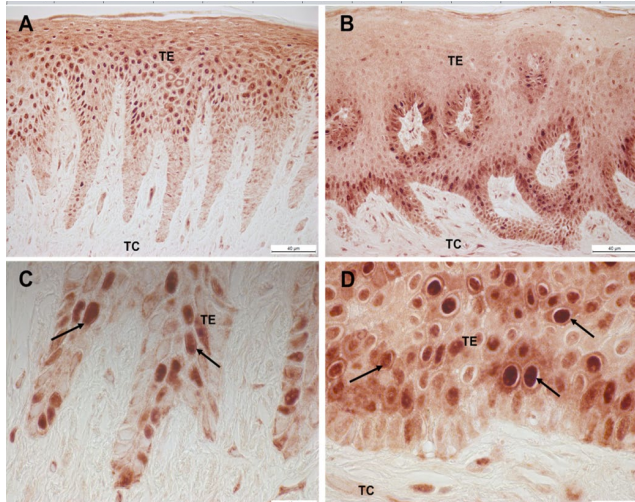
Localización inmunohistoquímica de PCNA en tejido epitelial de encías de individuos sanos (A,C) y paciente con agrandamiento gingival por ortodoncia (B,D). TE: tejido epitelial; TC: tejido conectivo. Barra negra: 40 µm (A,B) y 10 µm (C,D).
